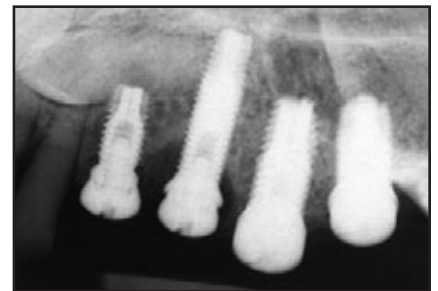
(rechts) Periapikales Röntgenbild der linken Seite nach der Implantatinsertion. Die beiden mesialen Implantate wurden durch den impaktierten Eckzahn inseriert. Das mesiale Implantat ist kurz (8,5 mm); es schlug nach 4 Monaten Einheilung fehl.
